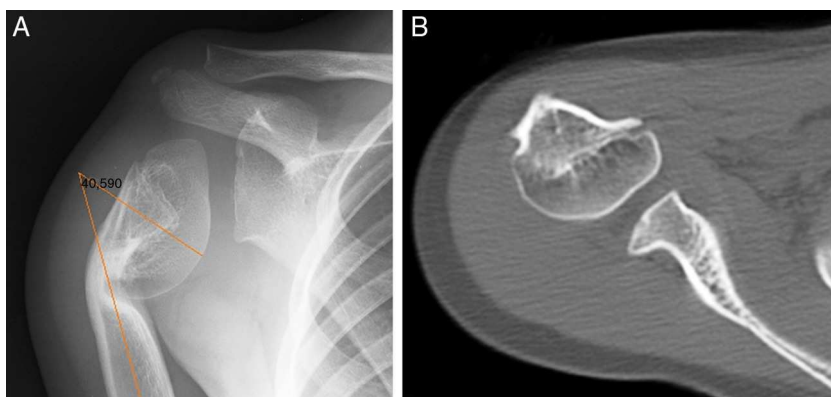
A) Estudio radiológico que muestra deformidad en varo de cuello quirúrgico del húmero con cierre de la placa de crecimiento medial y un ángulo cuello-diáfisis de 50°; B) Estudio de TAC con remodelación de cabeza humeral.
